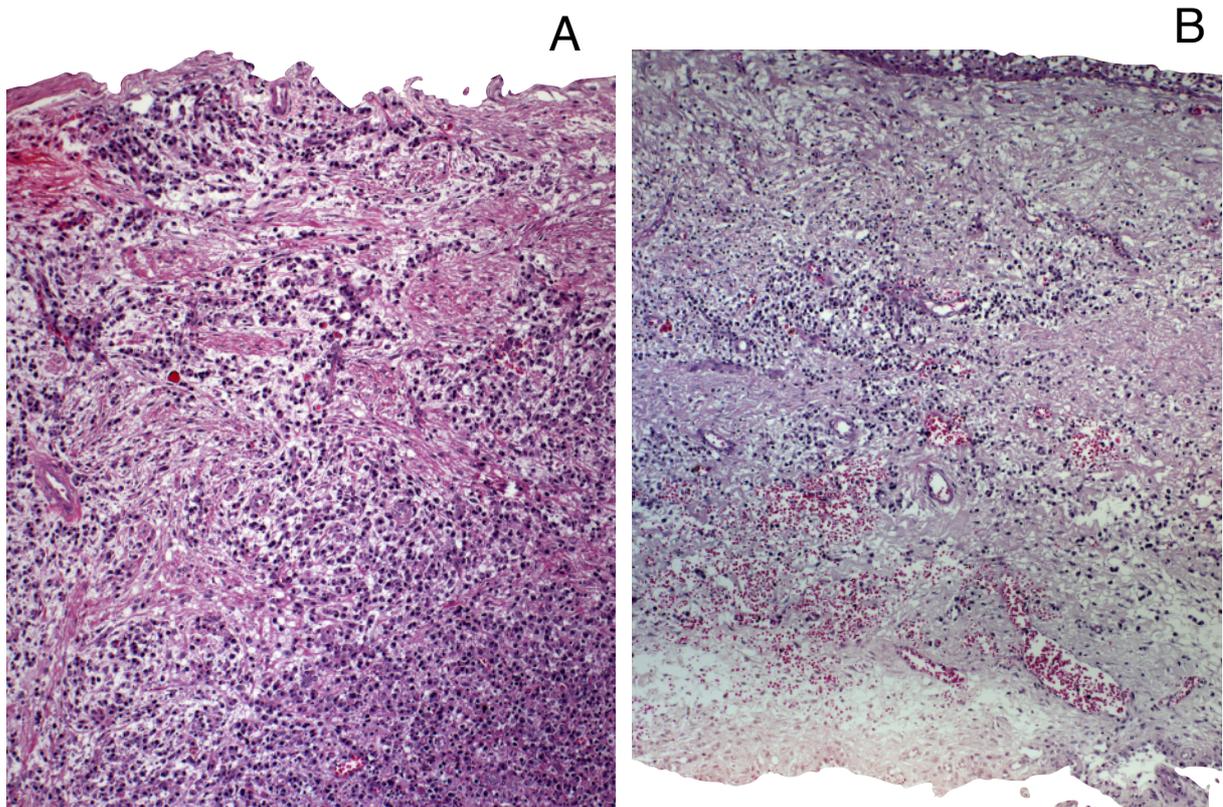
Fotomicrografia de Corte histológico em Hematoxilina e Eosina representando: A) Granuloma periapical com presença de infiltrado inflamatório crônico, vasos sanguíneos e fibroblastos e B) cisto periapical, com presença de tecido epitelial, revestido por cápsula de tecido conjuntivo associado a infiltrado inflamatório crônico (Aumento 100x).
